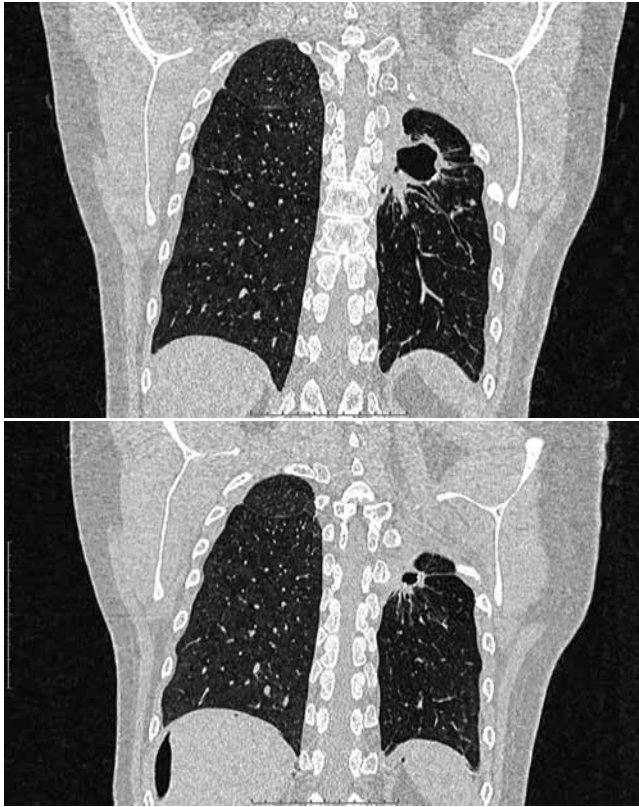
РКТ, апрель 2012 г. Отмечается положительная рентгенологическая динамика в виде уменьшения размеров полостного образования, рассасывания инфильтративных изменений, уплотнения и ограничения явлений фиброза
